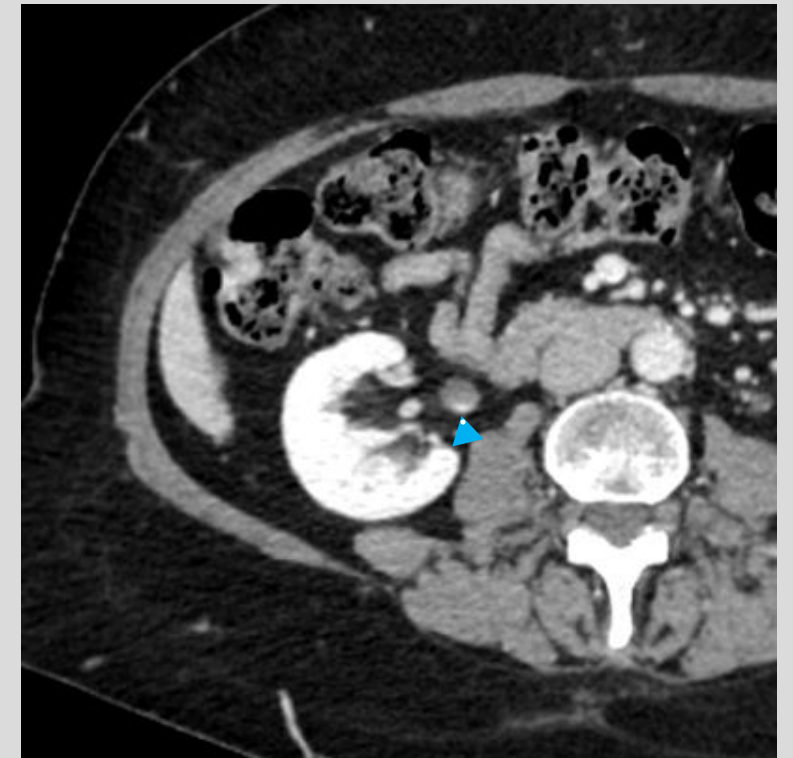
TC abdominal en corte axial. Se visualiza excreción de contraste a nivel renal debido a estudio previo reciente realizado por otra causa
